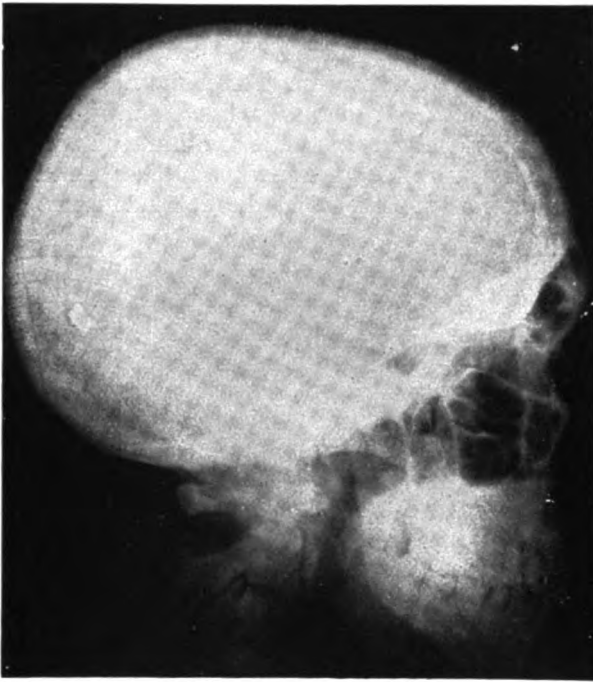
Seitliche Röntgenaufnahme zum Fall I von Fleischer.
